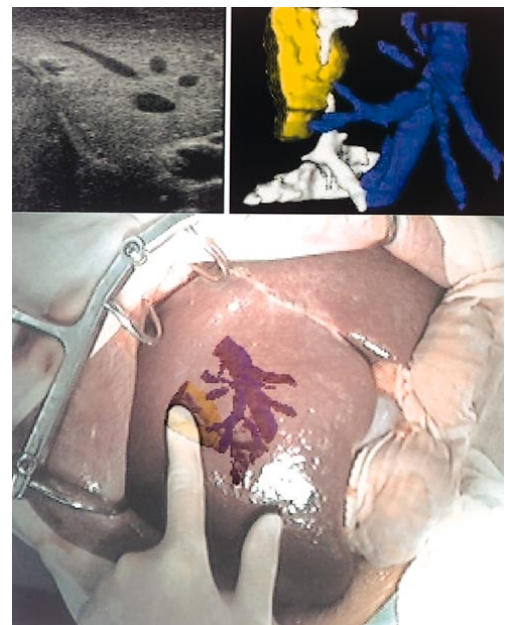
術中画像解析：三次元超音波画像を用いた画像合成による手術空間の可視化。上：術中超音波画像（左）と血管と腫瘍の三次元超音波モデル（右）。下：三次元超音波モデルと実写画像の重ね合わせ像。
